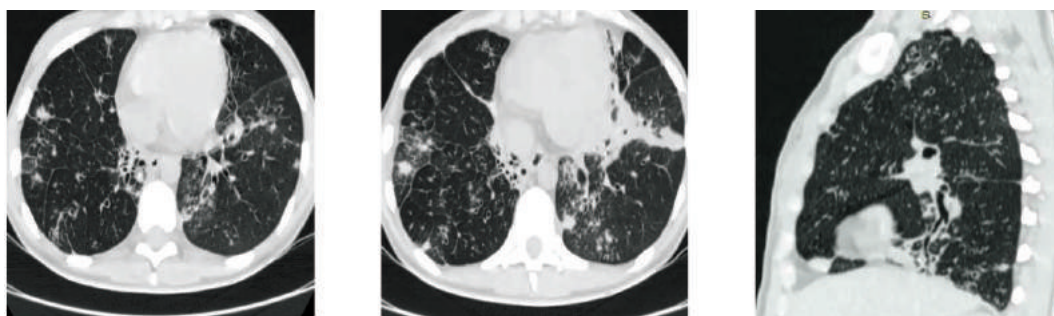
КТ органов грудной клетки (28.05.2021): признаки очаговой диссеминации с консолидацией вокруг бронхоэктазов на фоне умеренного пневмофиброза
